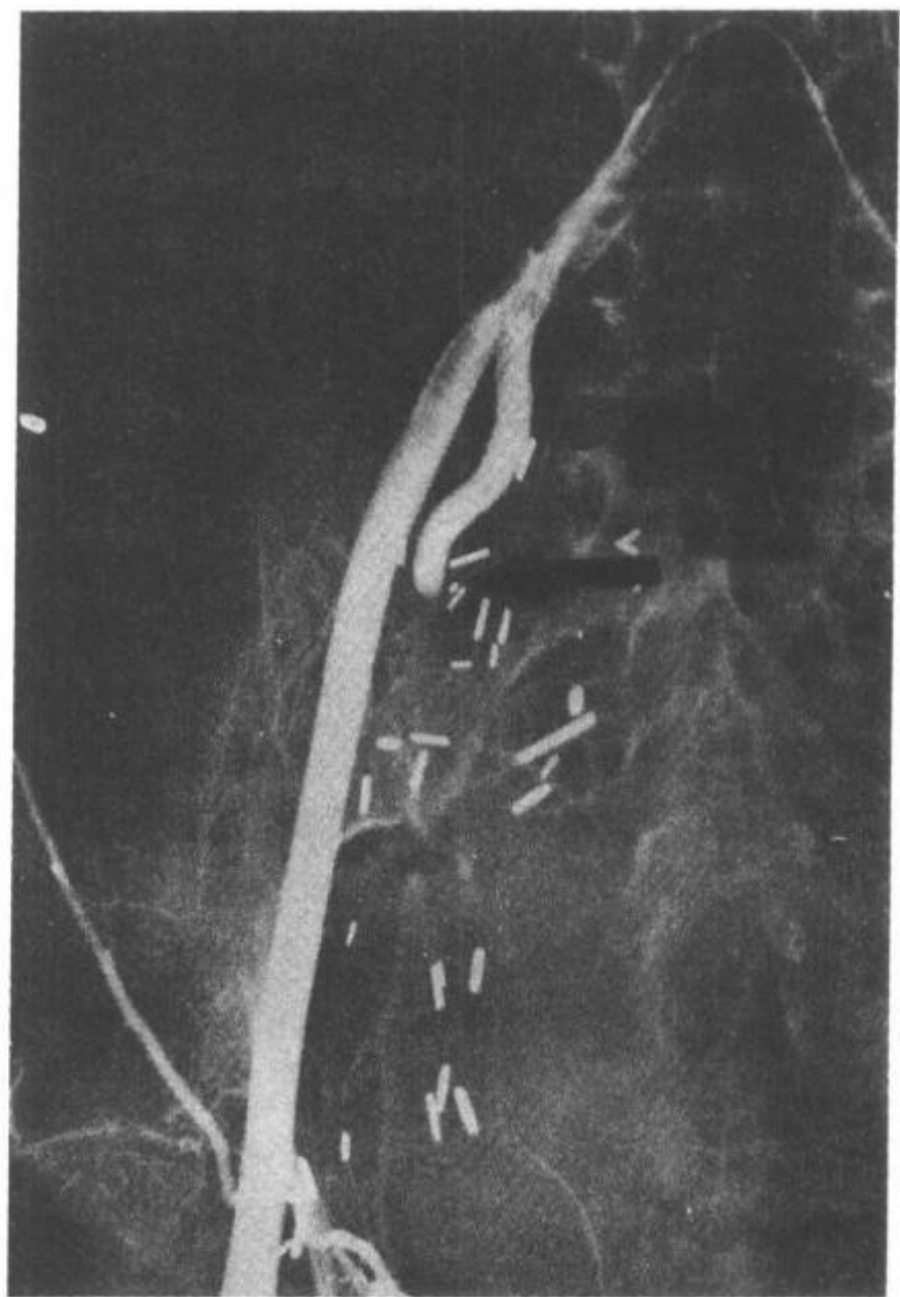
14—1 X线动脉造影示移植肾动脉狭窄(↑)
